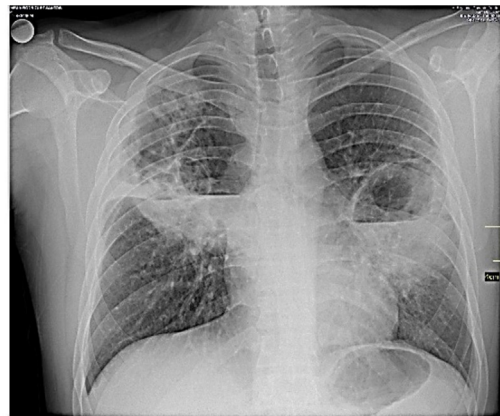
Radiografía de tórax al ingreso.
